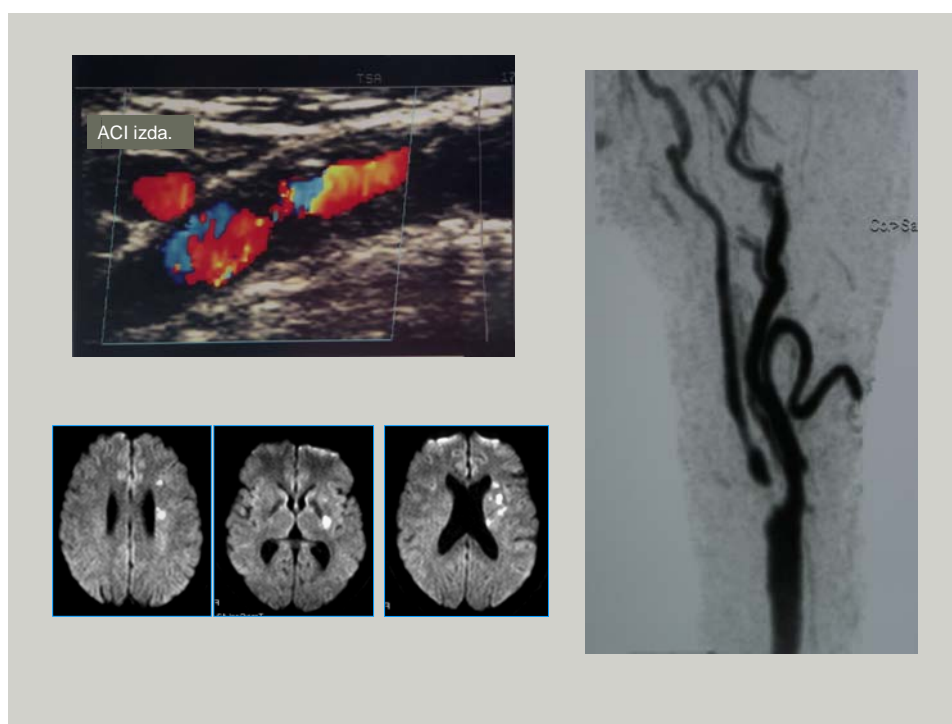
Paciente con afasia y hemiparesia derecha de 1,5 h de duración asociado a estenosis de la arteria carótida interna izquierda detectada por estudio ultrasonográfico y confirmada por angiRM. La secuencia de difusión muestra lesiones múltiples en territorio frontera entre ramas profundas y superficiales de la arteria cerebral media izquierda.
